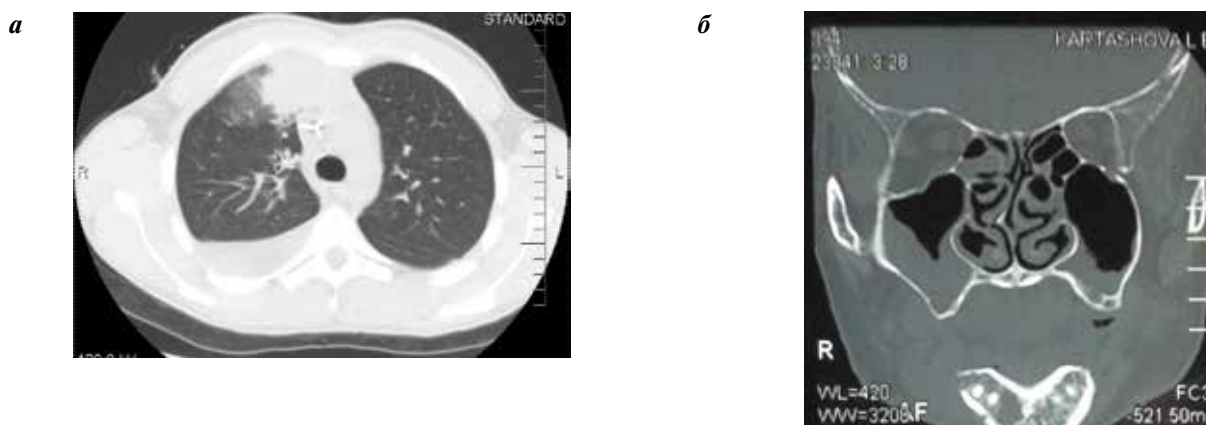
Компьютерные томограммы: а – органов грудной полости больного мукормикозом на фоне апластической анемии, б – придаточных пазух носа у больной хроническим лимфолейкозом
